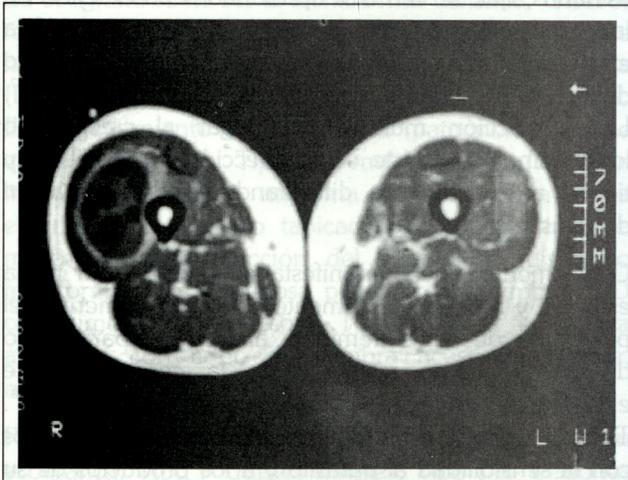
Imagen de resonancia en T1 tras inyección de gadolinio.
